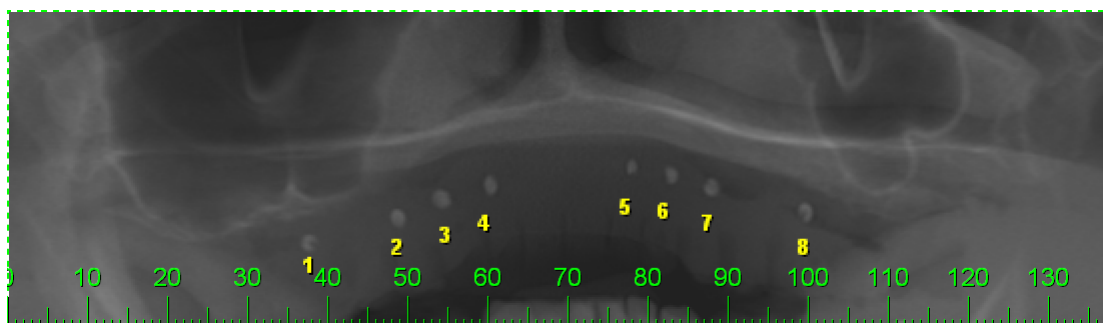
TC pré operatória demonstrando atrofia maxilar severa
